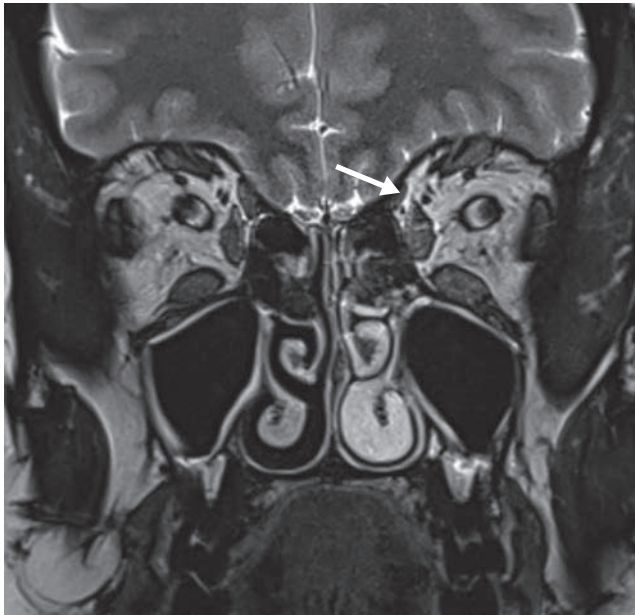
Atrophie du muscle oblique supérieur gauche, visible en IRM, coupe coronale, dans une paralysie congénitale du IV (flèche).
